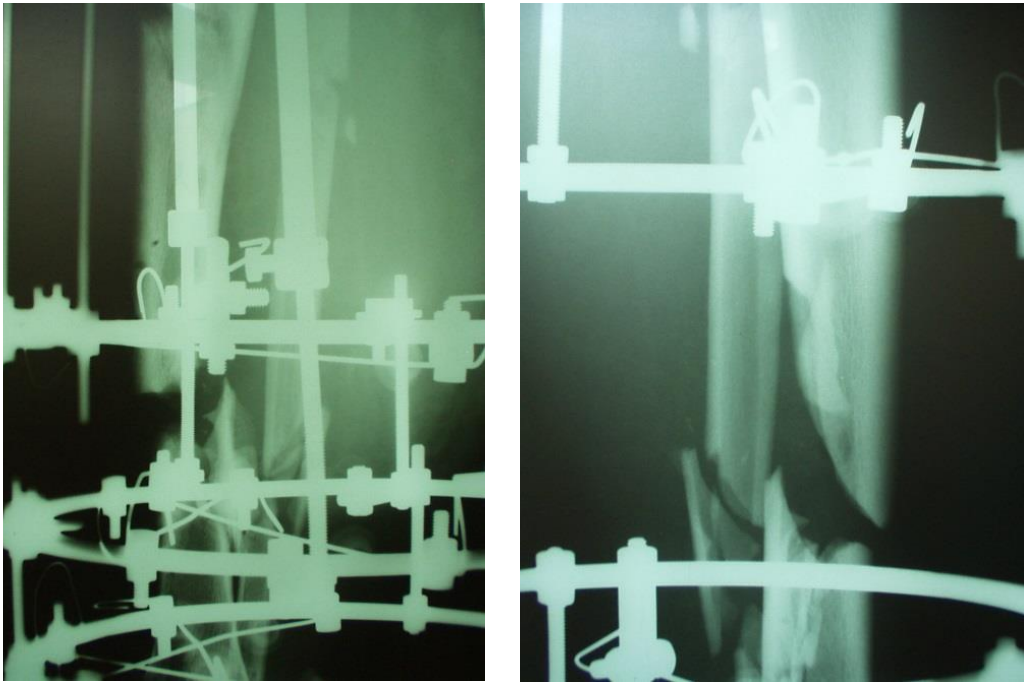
Рентгенограммы левой голени пациентки П. после выполнения ПХО и остеосинтеза по Илизарову
